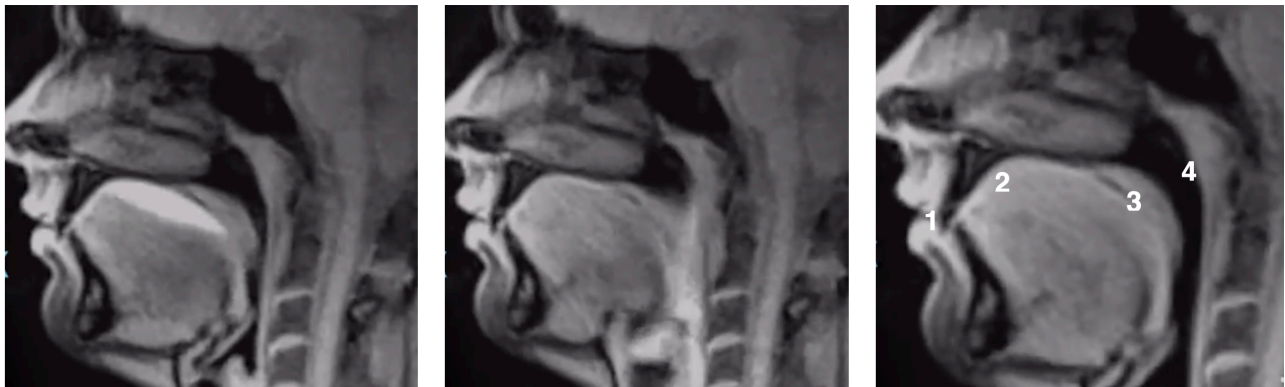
Bildung des Up-lock Zustandes im MRT: Orale Transportphase (li) , Späte pharyngeale Phase (Mi) Up-lock (re): Bei Up-lock Manoever wird der Luftweg geöffnet und Ventil 3 geschlossen. Der Up-lock Zustand dauert solange mindestens doe Ventile 2 und 3 geschlossen sind
